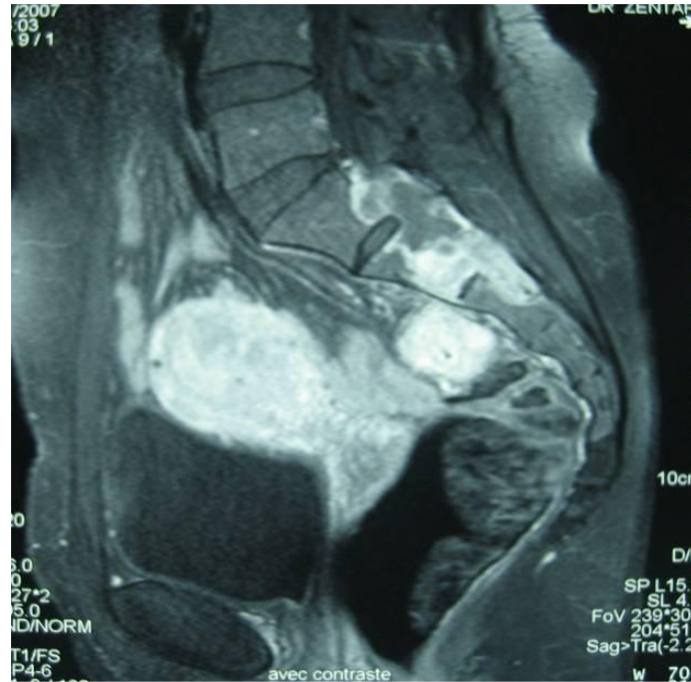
Coupe sagittale d'une IRM mettant l'envahissement du sacrum et du fascia pré-sacré par la tumeur. [Service de chirurgie viscérale ; HMIMV]
